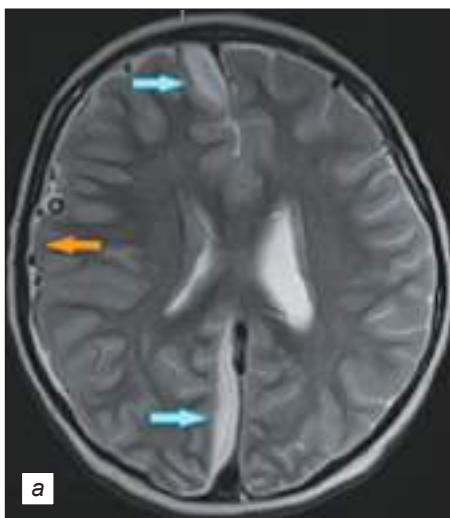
МРТ головы пациента М., 6 лет, после первой операции: *a* – субдуральная эмпиема справа над латеральными отделами правого полушария регрессировала (оранжевая стрелка), нарастание эмпиемы межполушарной щели справа (голубые стрелки); *б* – увеличение внутримозгового абсцесса левой лобной доли (зелёная стрелка).
